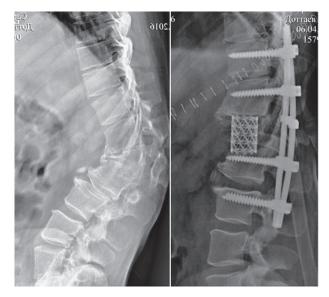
Рентгенограммы позвоночника больного до операции, после операции
